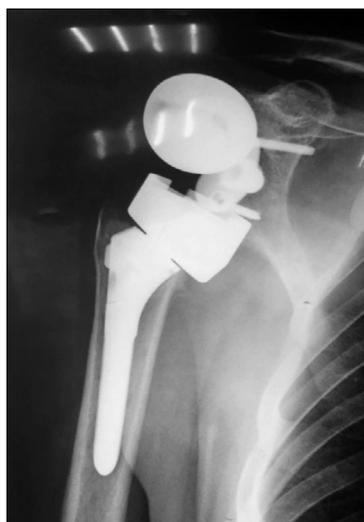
Рентгенограмма пациента с вывихом гленосферы
